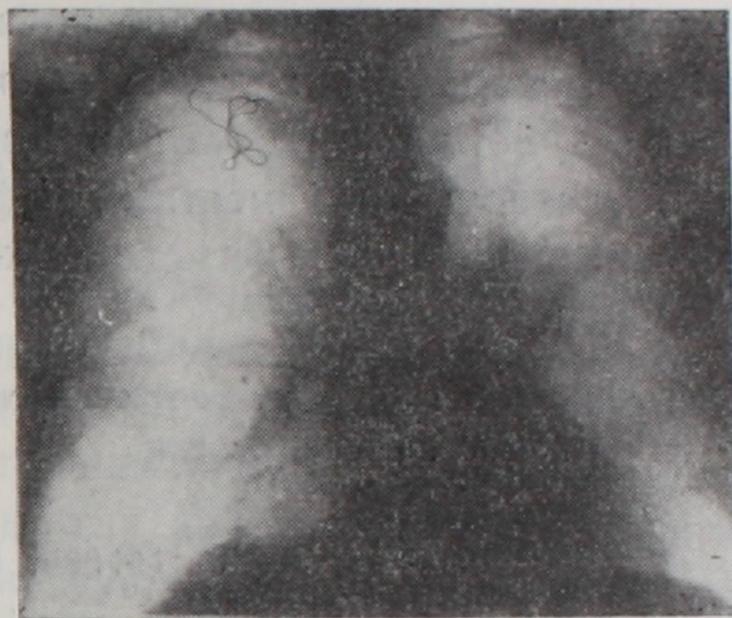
Передняя рентгенограмма того же больного через 2 мес. после лучевого лечения. Отмечается заметное уменьшение тени опухоли и изображения полости в ней.
